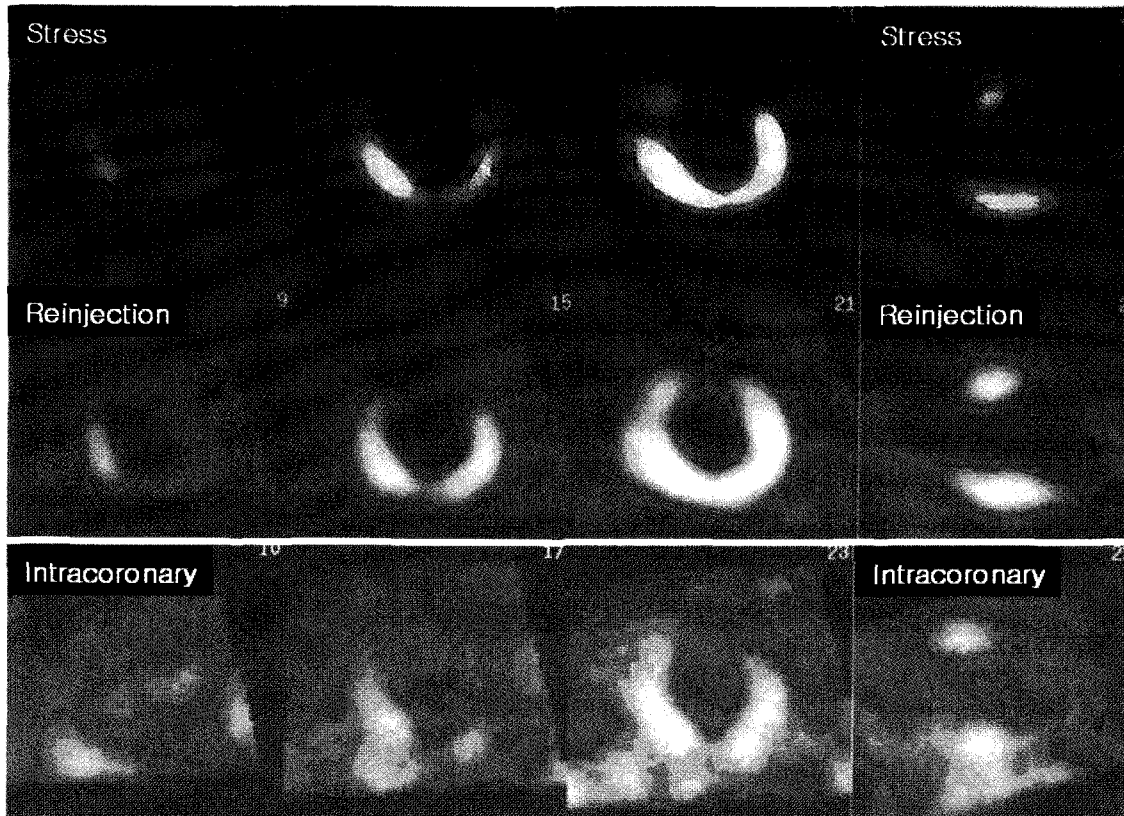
Typical Tomographic Slices of the Myocardium either with Stress-Reinjection Method or Direct Intracoronary Injection Method. Upper: Stress-Reinjection Tl-201 myocardial SPECT images, Lower: Tl-201 Myocardial SPECT Images after Intracoronary injection. Large non-viable segments in left anterior descending coronary artery territory were noted in both images. Part of the basal anterior wall was upgraded with reinjection of the Tl-201, but intracoronary injection images showed further decreased segmental uptake in mid lateral and apical inferior left ventricular wall.
